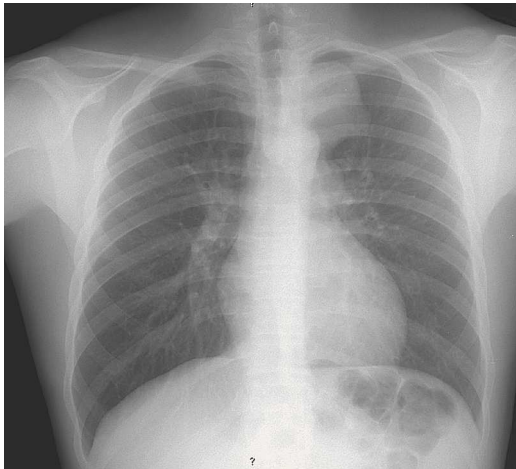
Telerradiografia do tórax em PA: opacidade arredondada, homogênea, com cerca de 8 cm de diâmetro localizada no mediastino superior esquerdo.
